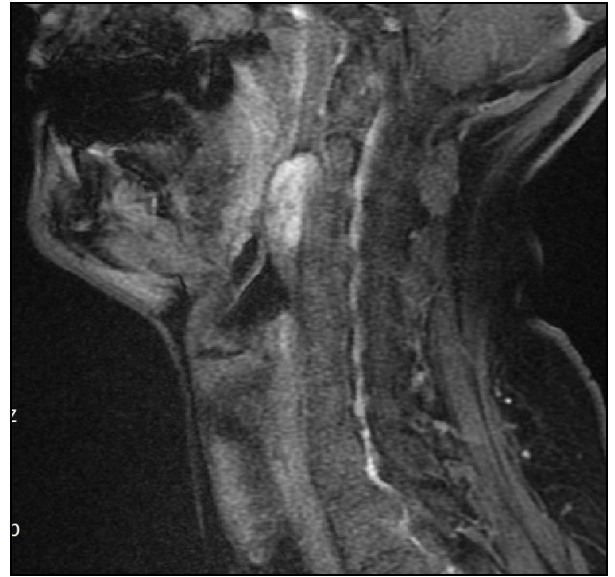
Sagittal T2 ağırlıklı MRG'de hiperintens kitle.
